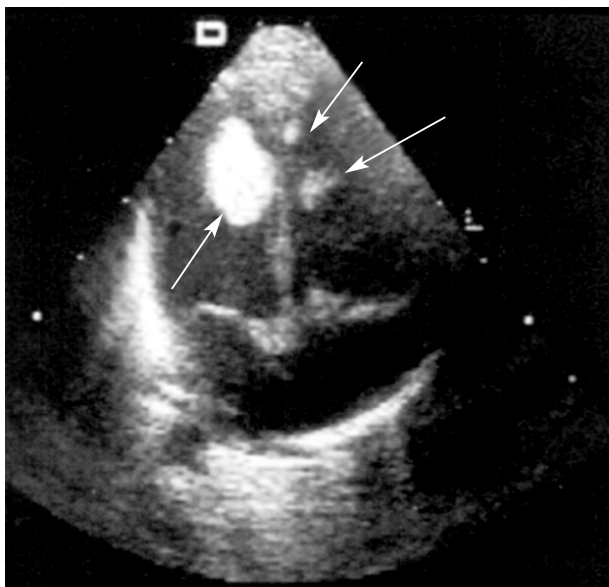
Эхокардиограмма. Множественные рабдомиомы правого и левого желудочков (указаны стрелками)
